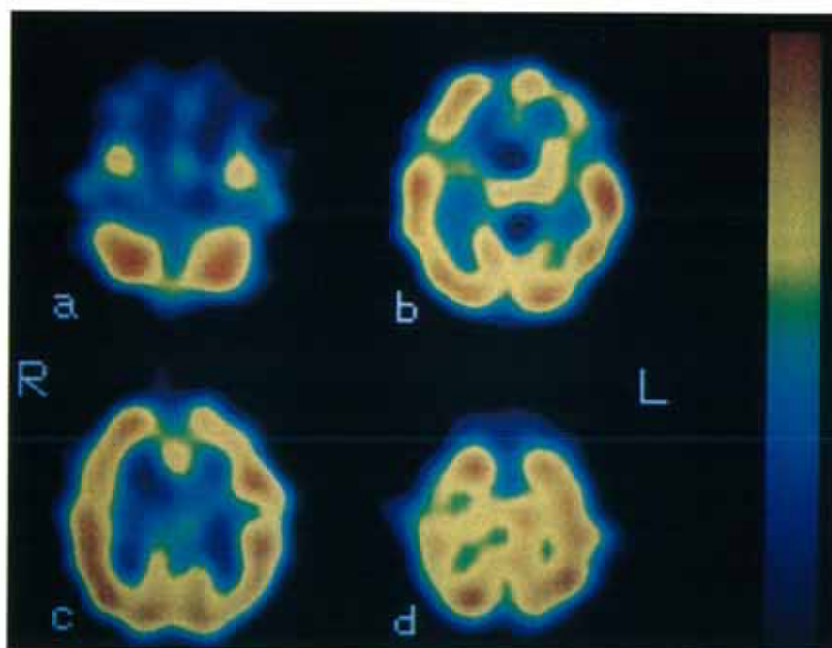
Case 5 (one-year-old male). ^{123}I -IMP SPECT shows uniform distribution of activity in all cortical area and basal ganglia.
